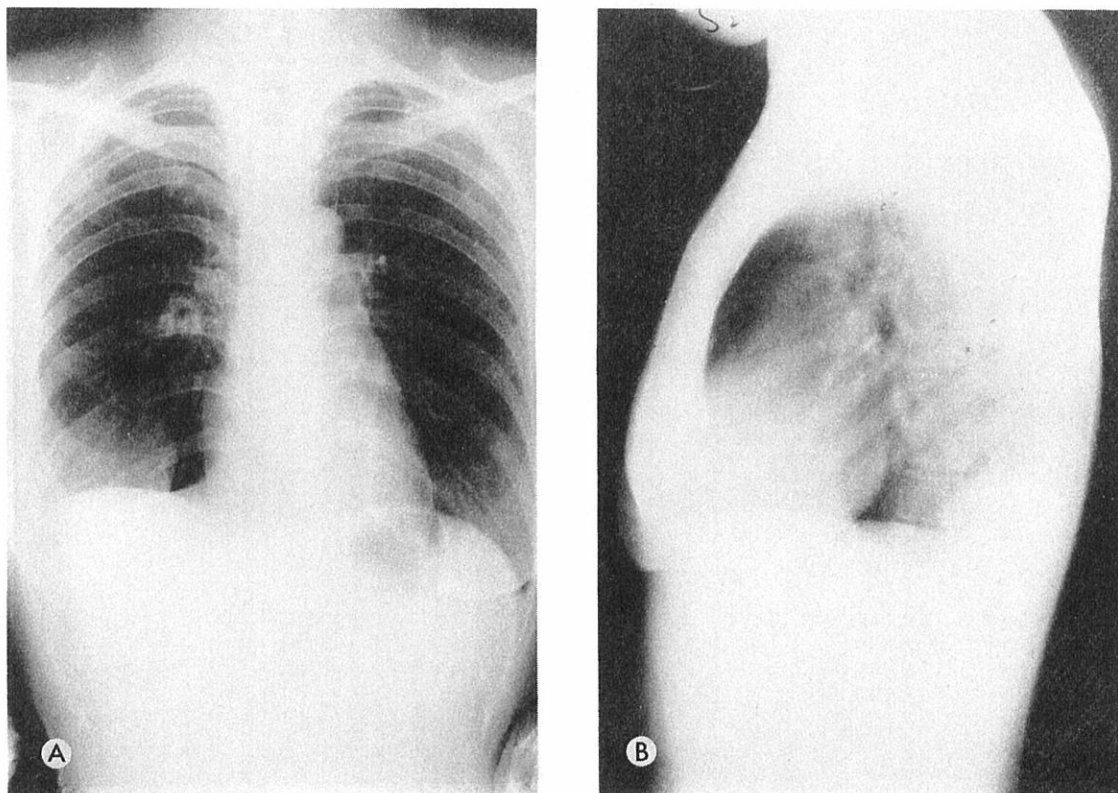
Posteroanterior (A) and lateral (B) chest radiographs in 1963 show that the pleural effusion has become somewhat spherical.
